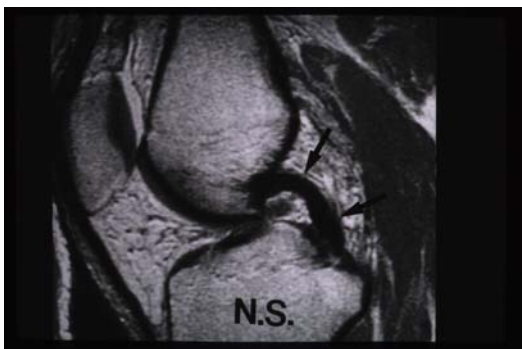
MRI- bilde av kne (24).
